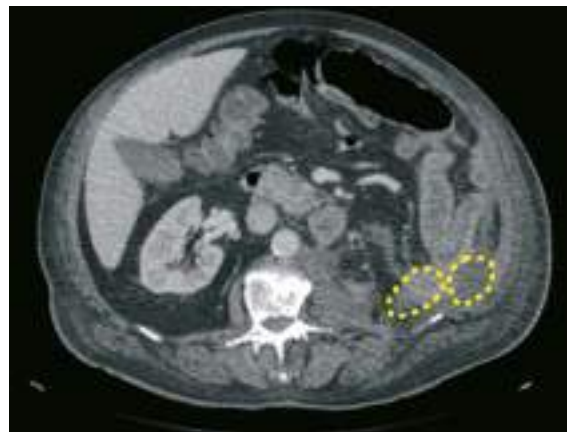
TC: colecciones retroperitoneales (círculos punteados).
